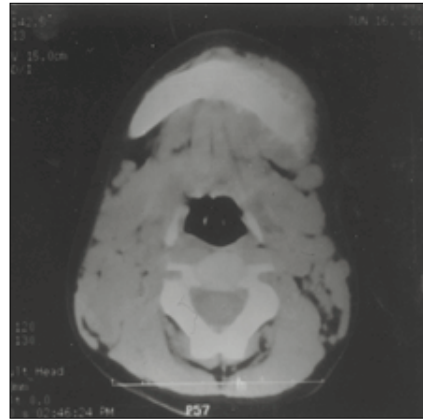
Initial computerized tomography.
